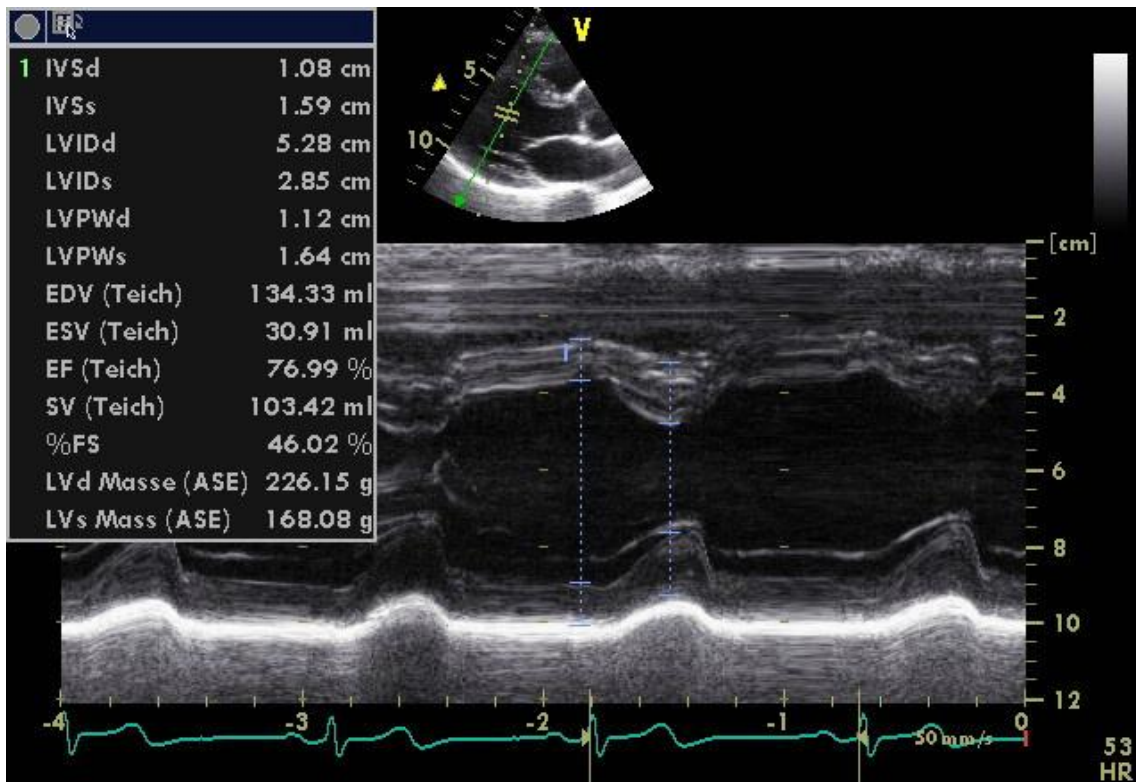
parasternal lange Achse im M-Mode
